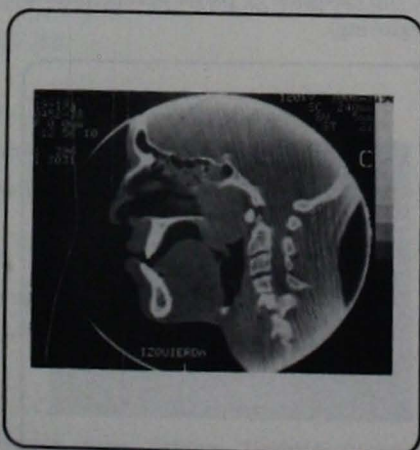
Caso 3, TC en posición lateral demostrando la neoplasia en rinofaringe, seno esfenoidal, compresión del paladar blando y úvula.
